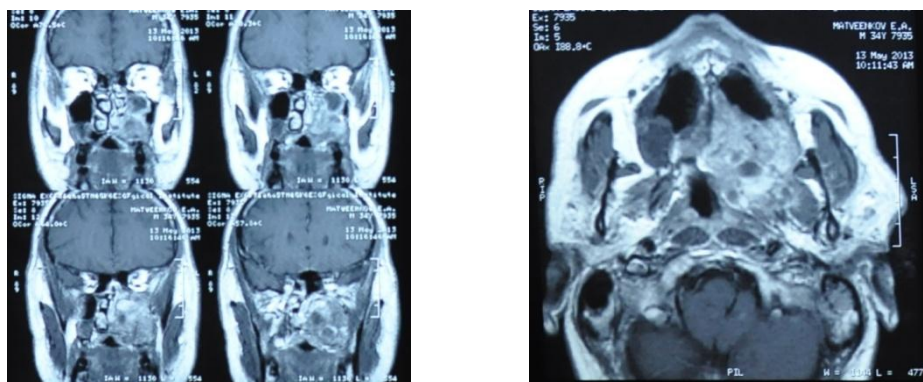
Пациент М., 19.12.1978 г.р. МРТ головы в аксиальной (слева) и коронарной (справа) плоскости до операции
